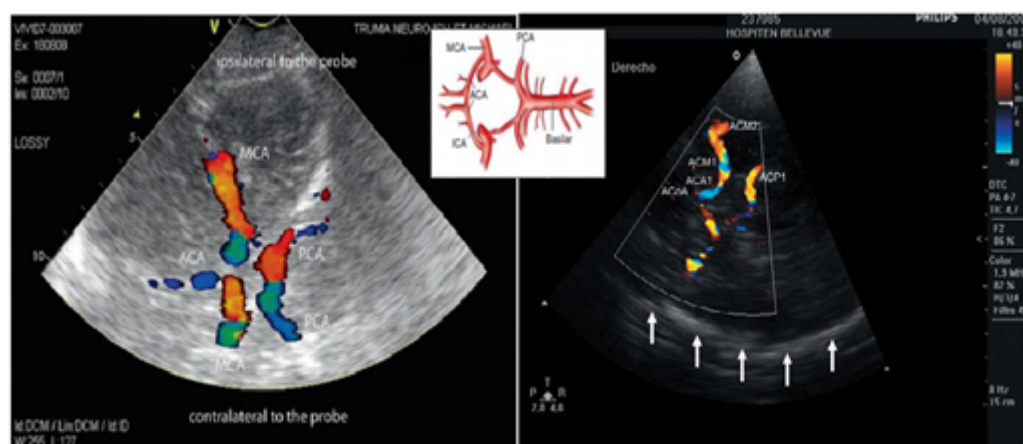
image du polygone de Willis obtenue lors de la réalisation d'un doppler Transcrânien. (19)
